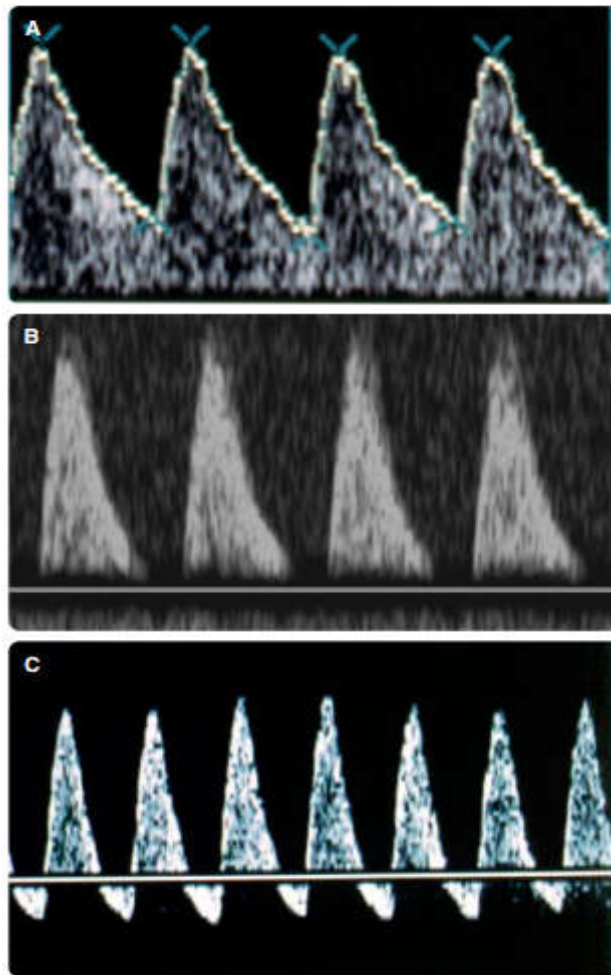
doppler de l'artère ombilicale normal et pathologique
